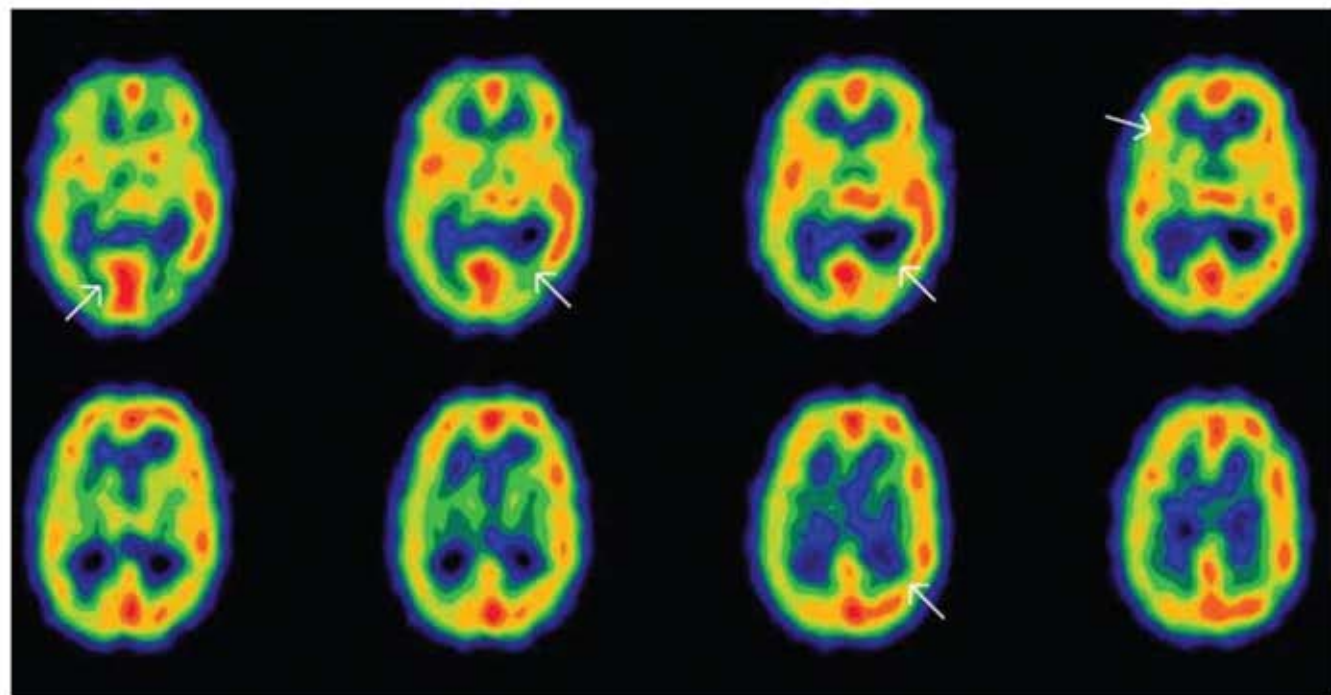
Demencia Asociada a VIH. SPECT de cerebro con 99m-Tc-dímero de etil-cisteinato; corte transaxial reorientado al plano temporal. Se observan áreas de hipoperfusión en la corteza cerebral frontal, parietal, temporal y occipital (flechas)
